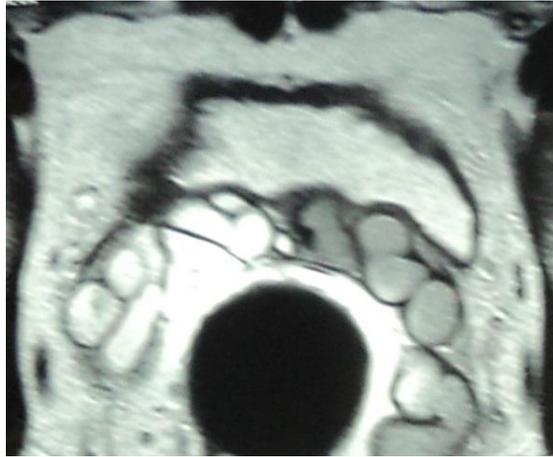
Ressonância magnética da pelve mostrando cisto na vesícula seminal esquerda
